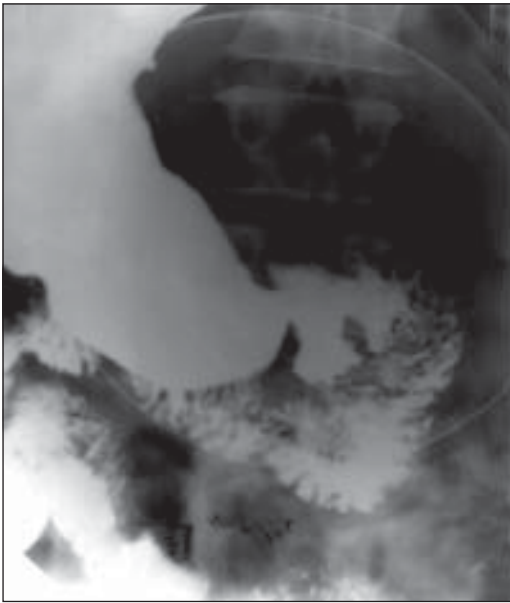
Контрастна рентгенограма шлунка хворого С.
